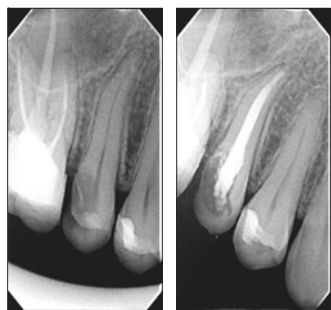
Рентгенограммы больного М.А., 36 лет с острым кариесогенным апикальным периодонтитом зуба 1.5 до лечения (слева) и спустя 7 суток после лечения (справа)
